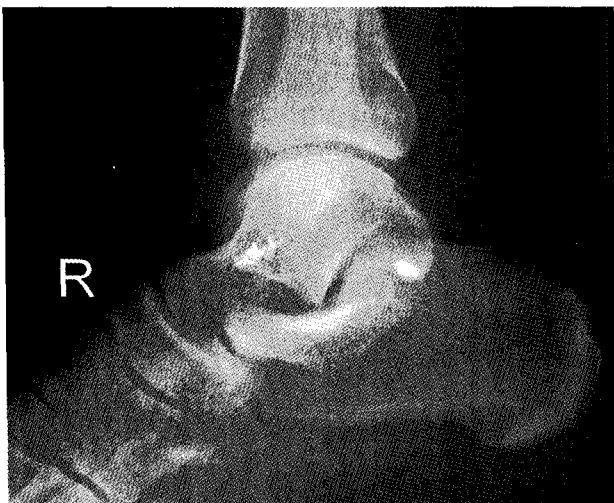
This radiograph shows the insertion site of suture anchors.
